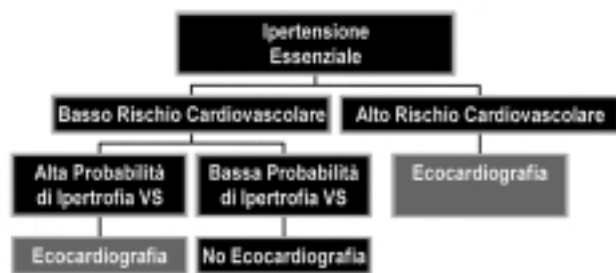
Indicazioni all'ecocardiogramma nel paziente iperteso secondo ANMCO-SIC-SIIA. VS = ventricolare sinistra.
